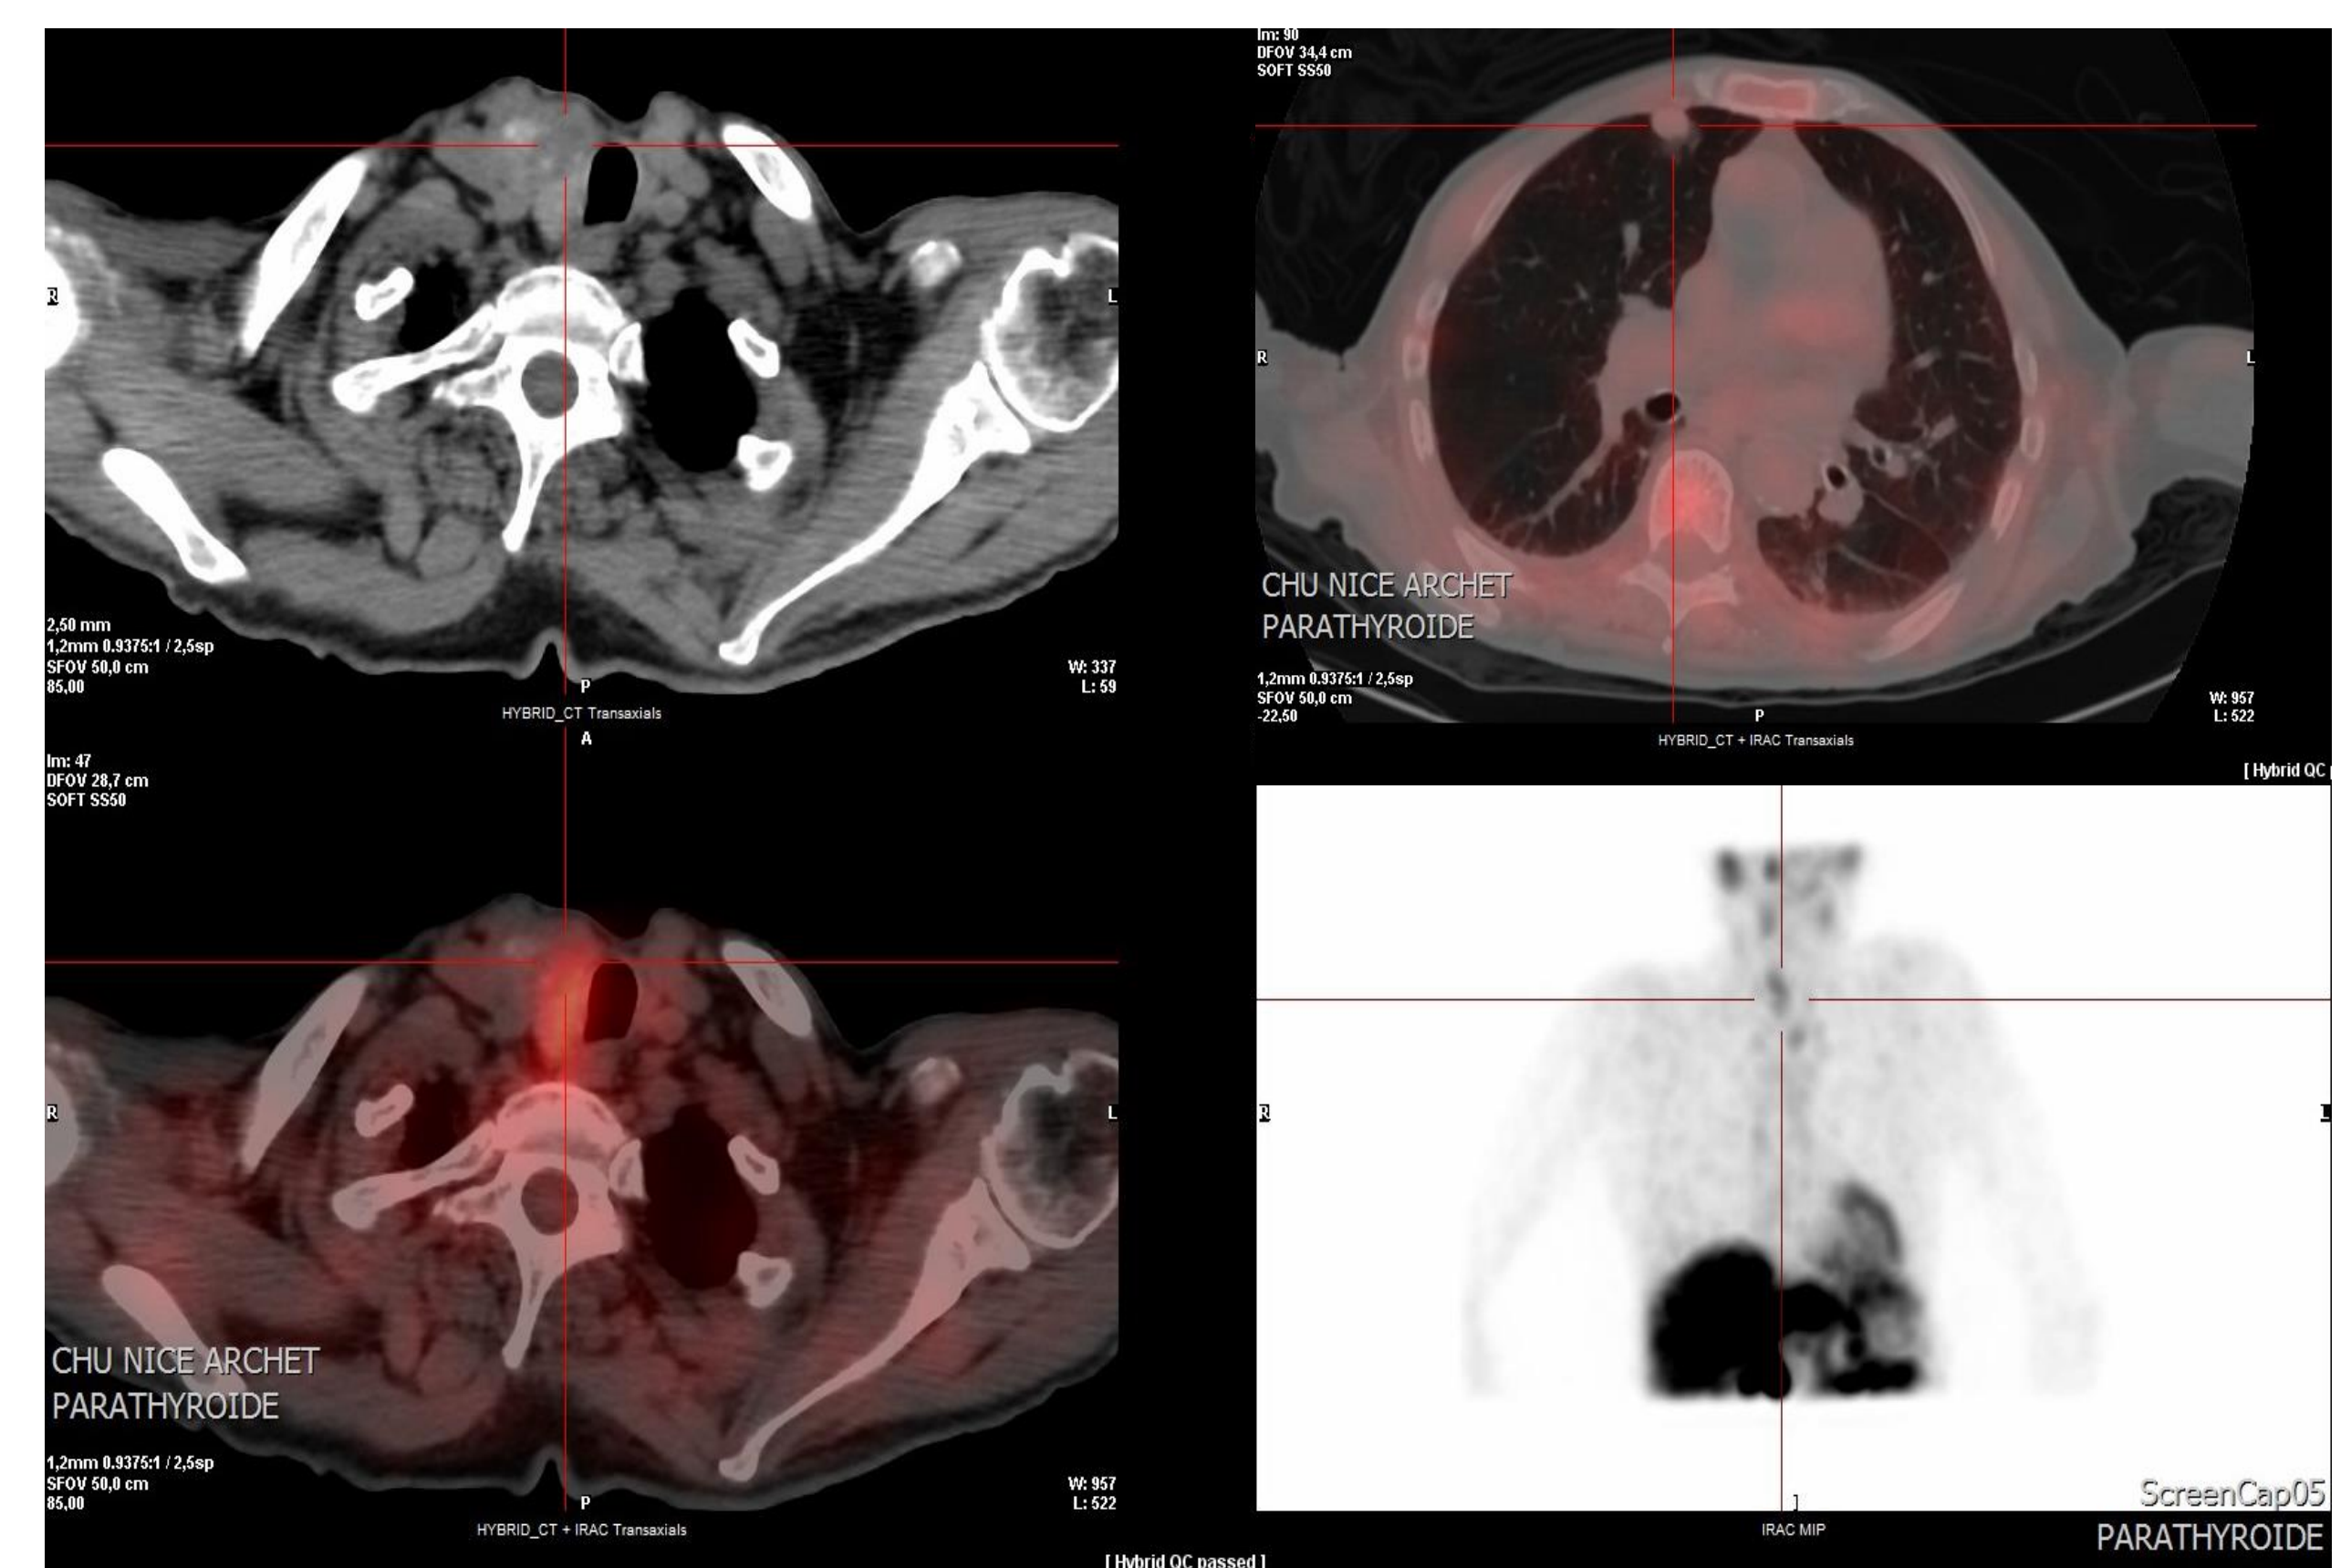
Scintigraphie SPECT-CT confirmant l'origine parathyroïdienne de la masse cervicale droite et l'existence d'une adénopathie médiastinale supérieure gauche et d'un nodule pulmonaire suspects.
